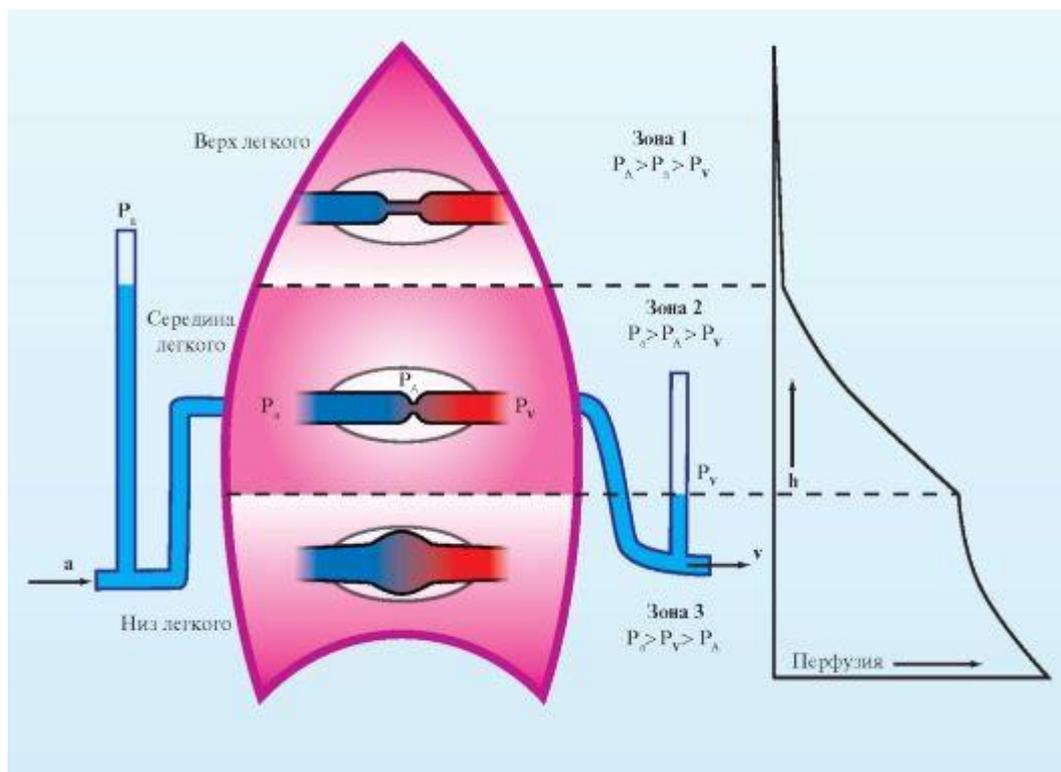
Динамика изменения зон перфузии легких в зависимости от кровяного давления и сил гравитации:
